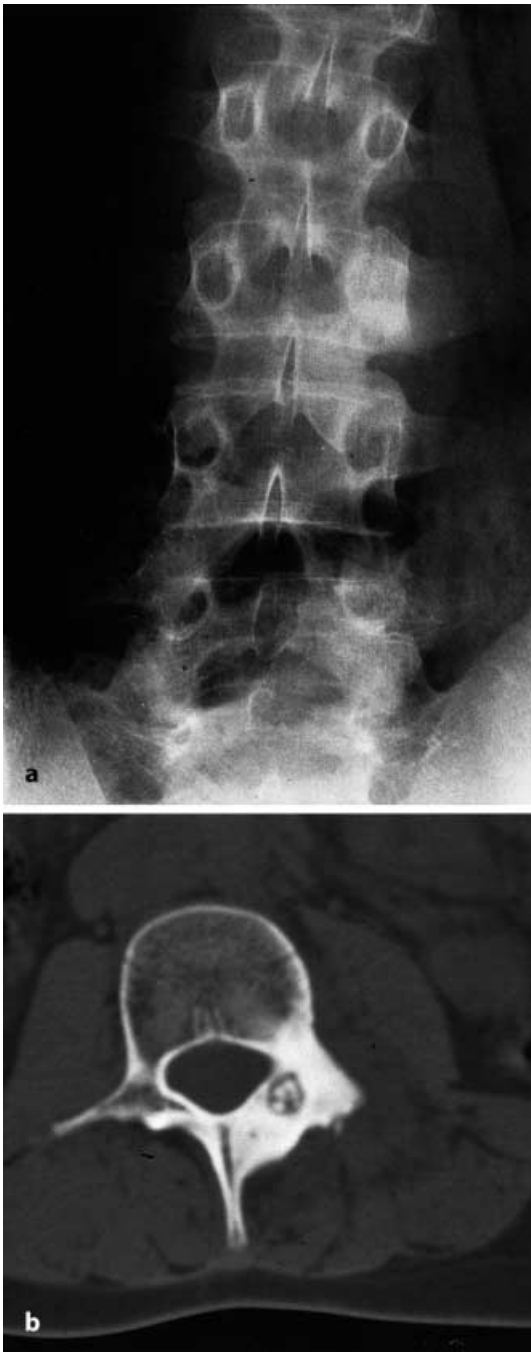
b ◀ Osteoidosteom des Wirbelbogens. a Auf der a.p.-Röntgenaufnahme der LWS ist eine Verdichtung in Projektion auf die linke Seite des Wirbelbogens von LWK 3 zu erkennen. Innerhalb der Verdichtungszone zeichnet sich eine rundliche Aufhellung ab. b Das CT-Bild zeigt überlagerungsfrei den knapp 1 cm großen, partiell verkalkten Nidus, eingebettet im hyperostotisch verbreiterten und sklerosierten Wirbelbogen
